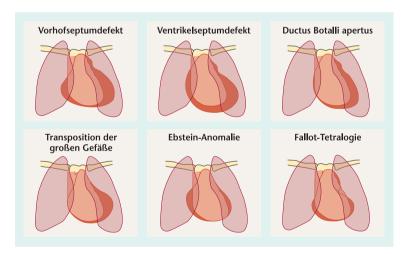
Röntgen-Thorax bei kongenitalen Vitien [L141]
